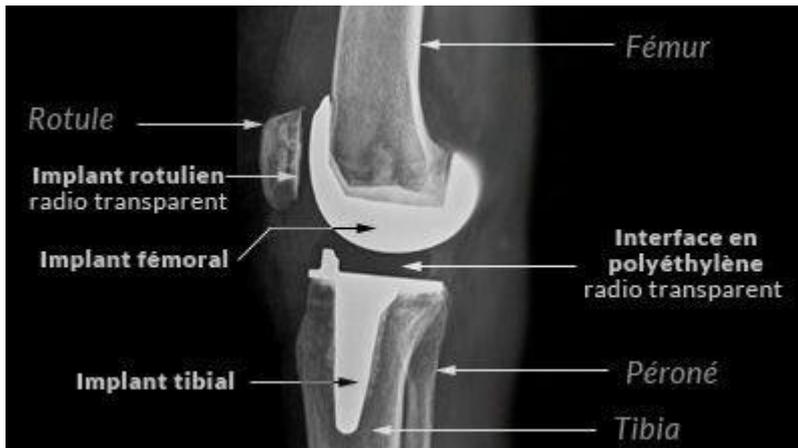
Radiographie du genou, avec prothèse totale du genou, vue de profil (82)
